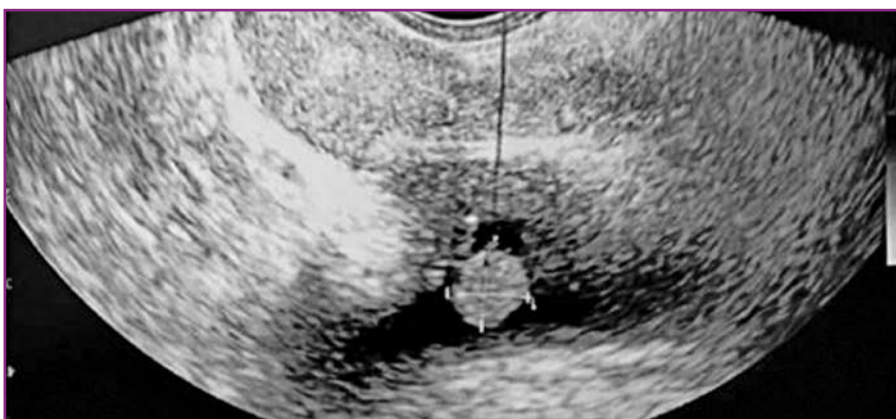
ТРУЗИ. Опухолевое образование в мочевом пузыре повышенной эхогенности (0,8 × 0,9 см) [данные получены авторами] / Transrectal ultrasound (TRUS). Tumor formation in the bladder of increased echogenicity (0.8 × 0.9 cm) [data obtained by the authors]
